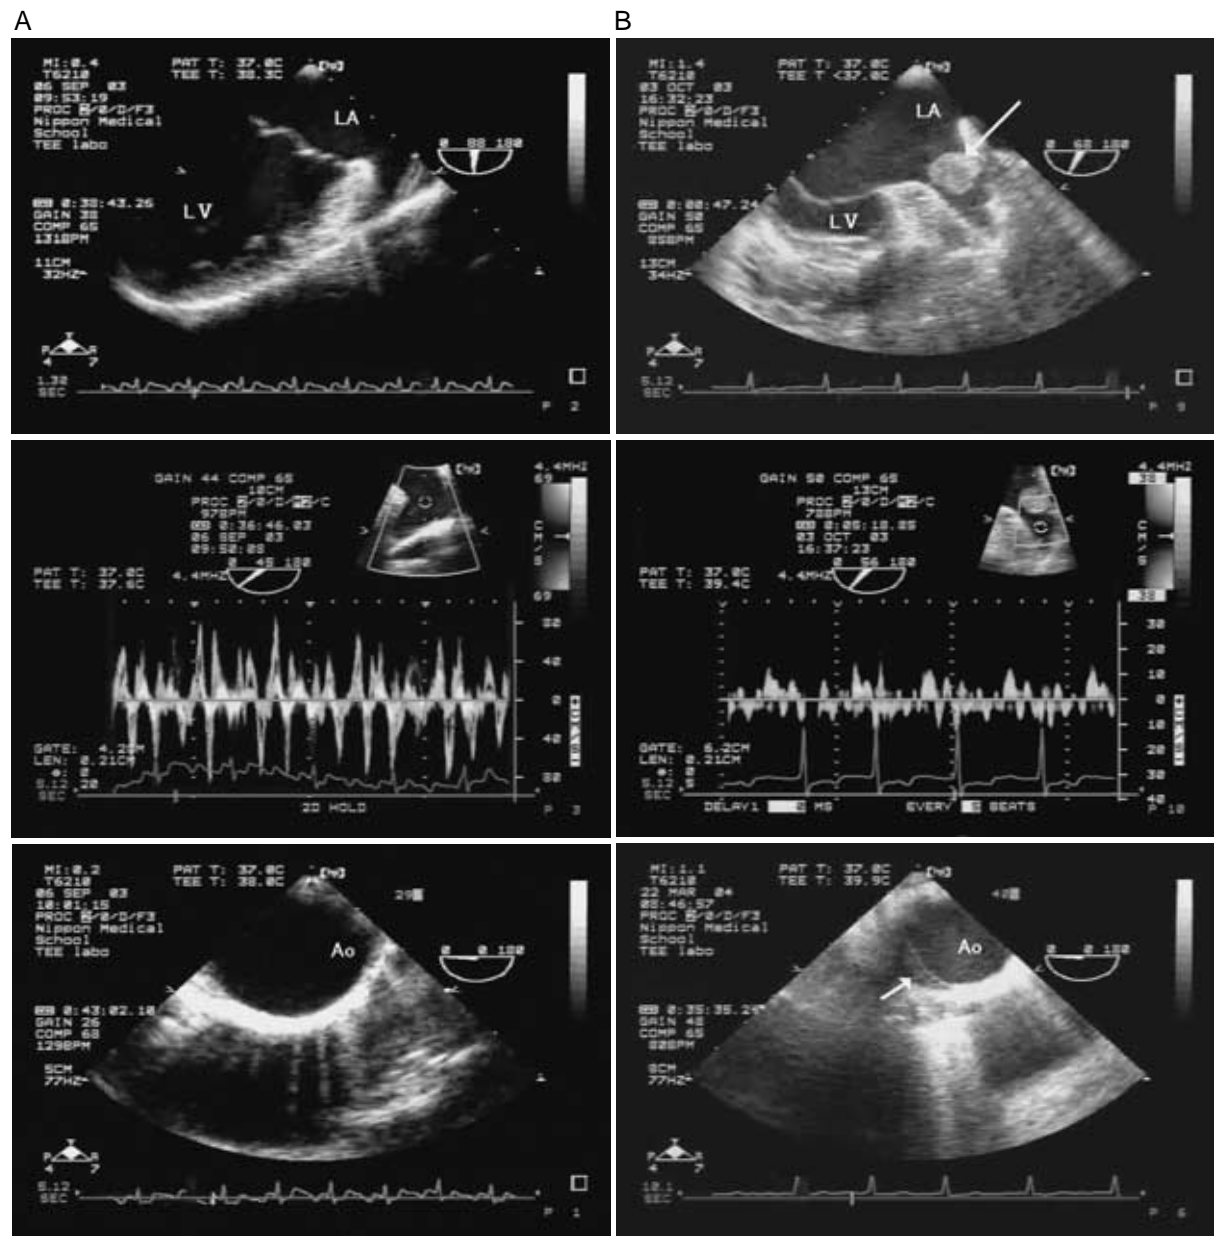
心房細動例の経食道心エコーによる左心房, 左心耳血流速度(パルスドプラによる), 大動脈の所見
